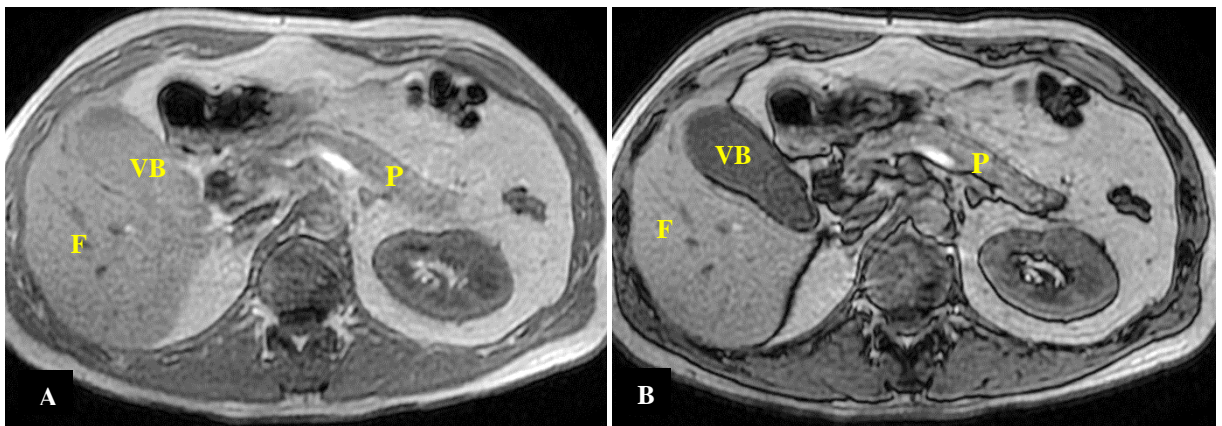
Images IRM axiales T1 2D en phase (A) et en opposition de phase (B : suppression de la graisse intracellulaire), du pancréas normal chez un homme de 59 ans. P : pancréas. VB : vésicule biliaire. F : foie. (CHUC).
